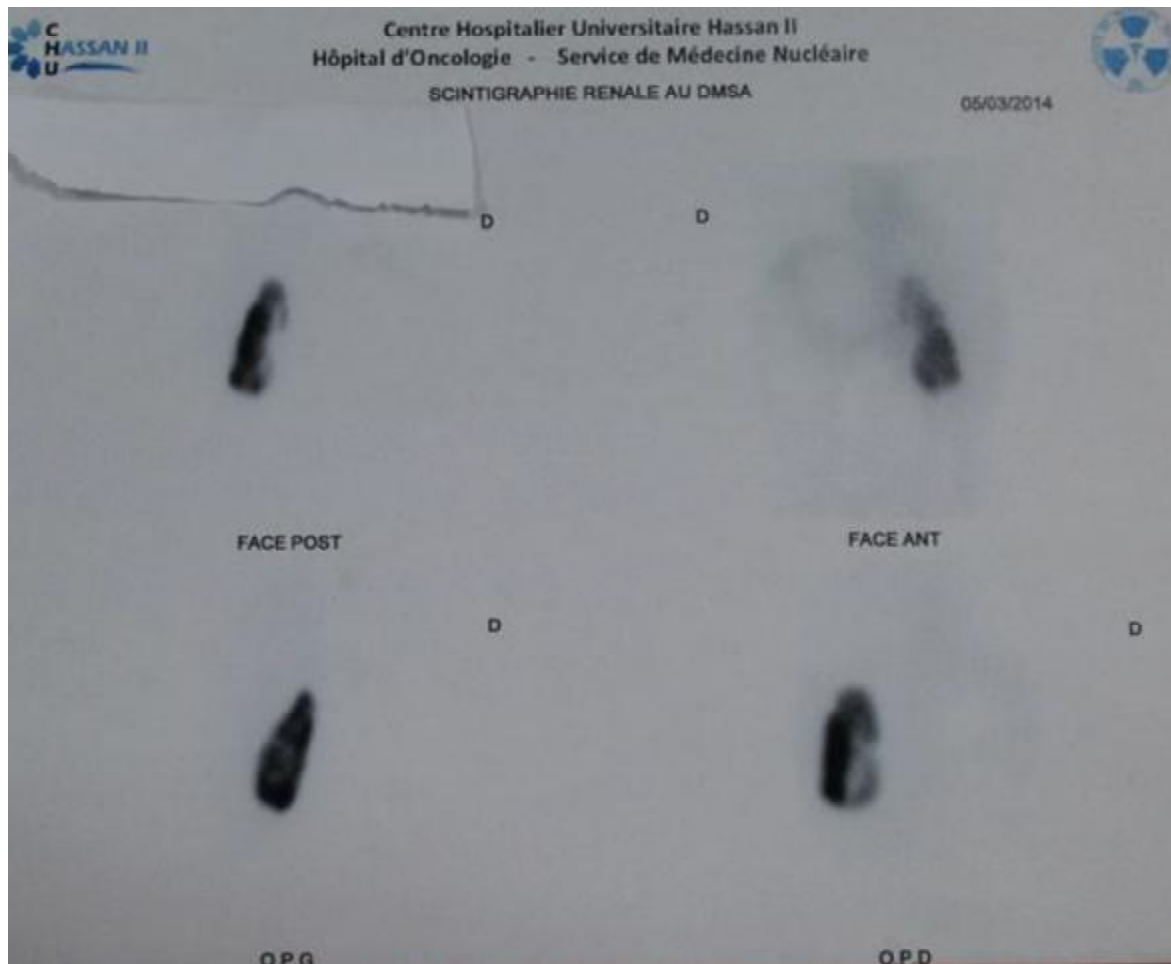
scintigraphie rénale au DMSA objectivant un rein droit muet et un rein gauche fonctionnel.
